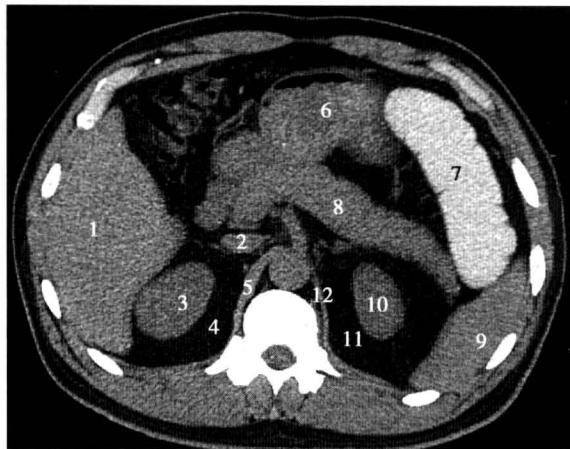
腹膜后第 3 水平断面 CT 图像
